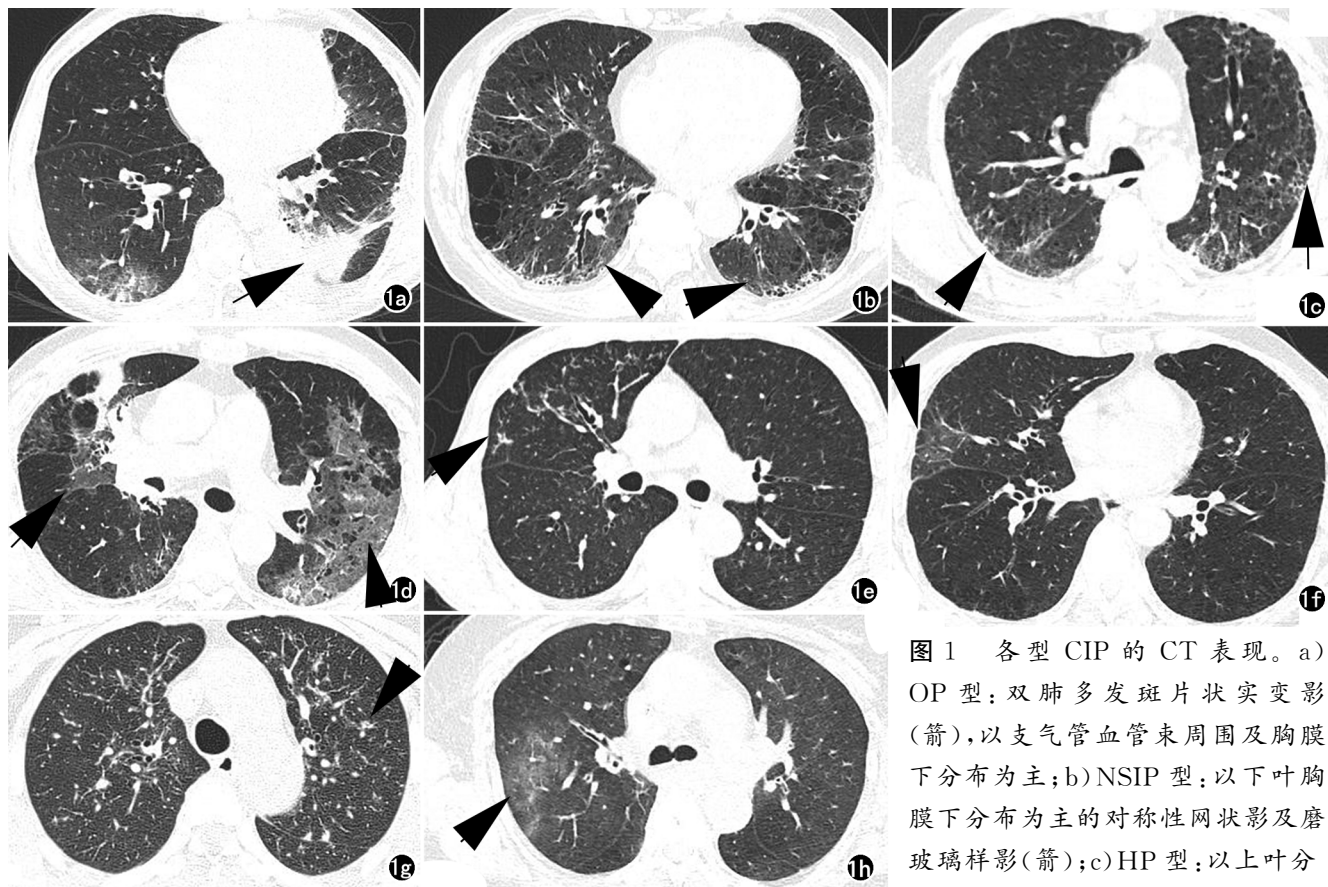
各型 CIP 的 CT 表现。a) OP 型: 双肺多发斑片状实变影(箭), 以支气管血管束周围及胸膜下分布为主; b) NSIP 型: 以下叶胸膜下分布为主的对称性网状影及磨玻璃样影(箭); c) HP 型: 以上叶分布为主的磨玻璃及网状影(箭); d) AIP-ARDS 型: 弥漫分布的磨玻璃影(箭); e) 细支气管炎型: 小叶中心性结节, 常伴有树芽征(箭); f) RRP 型: 原放射野内出现的片状磨玻璃影(箭); g) SLR 型: 沿淋巴管周围分布的粟粒样结节; h) AEP 型: 双肺散在斑片状磨玻璃影(箭)。
